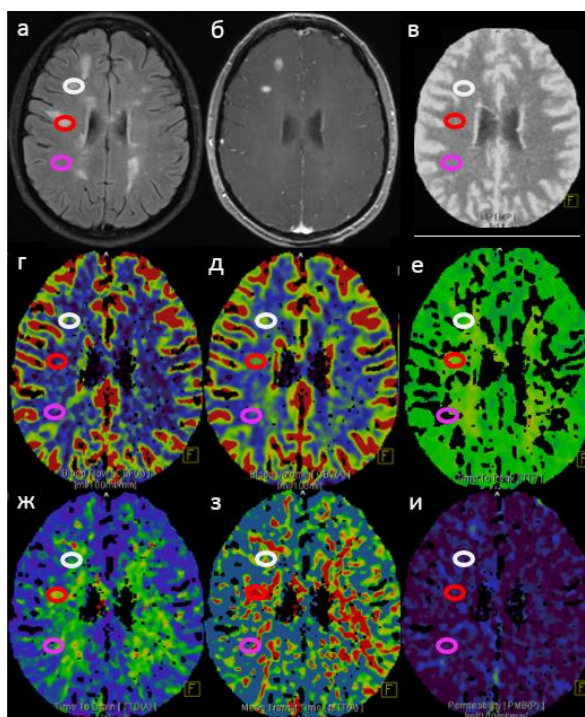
КТ исследование и перфузионные карты параметров CBF, CBV, ТТР, ТТD, МТТ, РМВ (в-и, соответственно) в сопоставлении с МРТ-данными: T2dark-fluid (а) и Т1-ВИ после введения контрастного вещества (б) в выделенных областях интереса: белый круг – «активный» очаг, накапливающий КВ, красный круг – неактивный очаг демиелинизации, лиловый круг – внешне неизмененное белое вещество.
